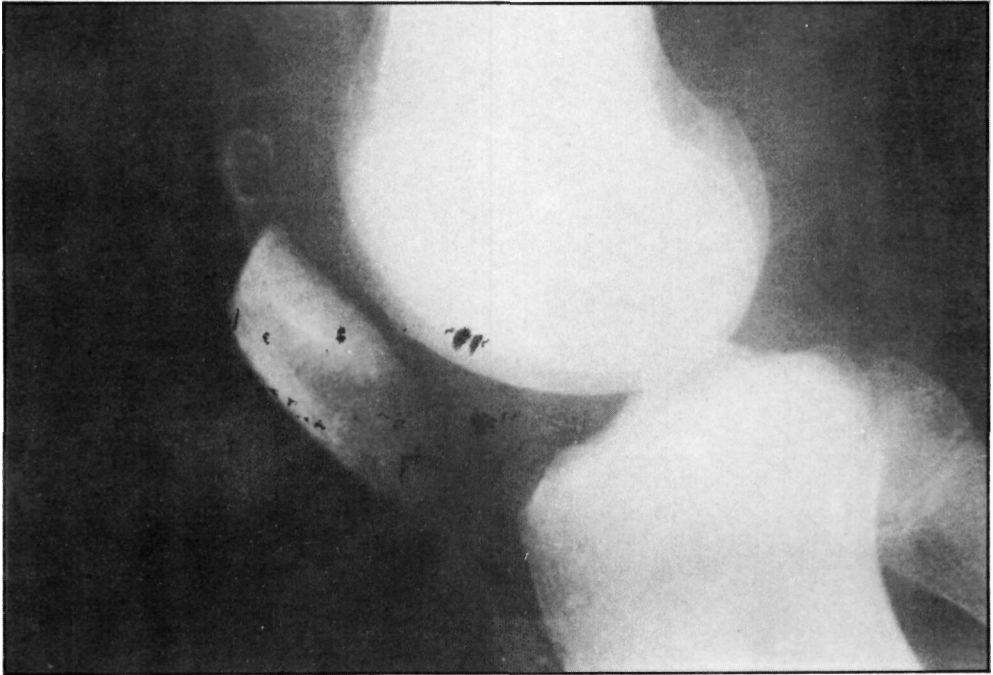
Radiografía lateral de la rodilla.
